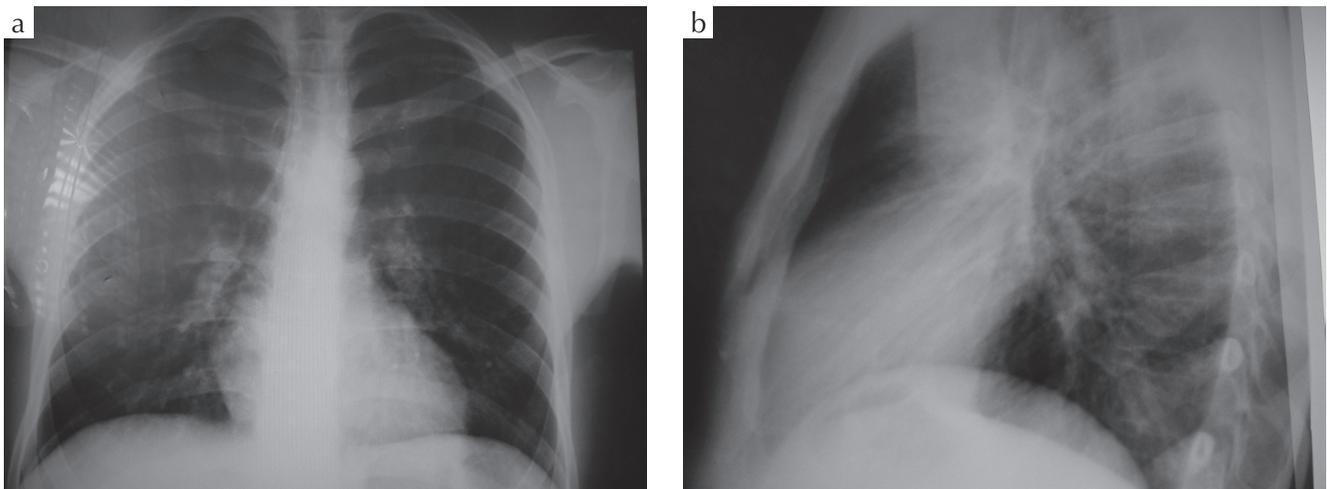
Radiografía de tórax: se evidencia leve elevación de hemidiafragma derecho a). PA: Postero-anterior; b) Lateral (09-07-2010)
